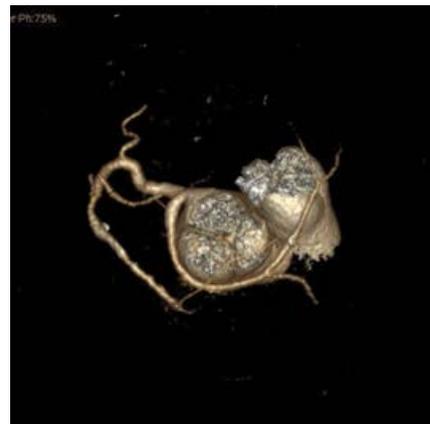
Vista Lateral de Reconstrucción tridimensional de Angiotomografía observando la coronaria derecha y el tronco coronario izquierdo hacia la parte posterior de la aorta. El tronco pulmonar se encuentra anterior a la aorta.
